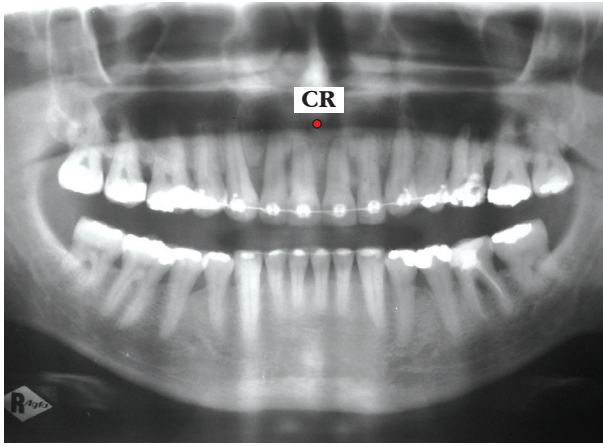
Radiografía panorámica en la que se observa una pérdida ósea vertical severa y el cambio en la ubicación del CR del segmento anterior maxilar.
